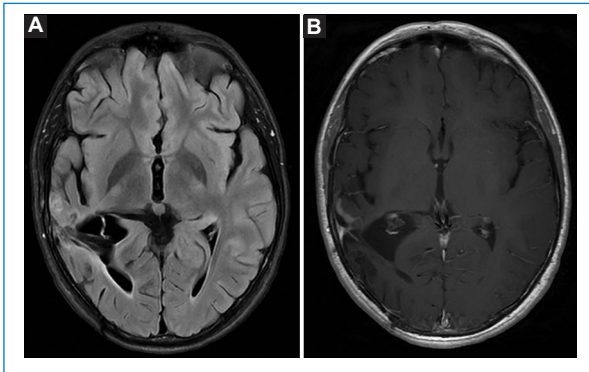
RM de control a los 20 meses de la cirugía. Imágenes seleccionadas en las que no hay evidencia de remanente ni recidiva tumoral, con gliosis focal y retracción asociada. (A) Secuencia FLAIR. (B) Secuencia SE T1 tras la administración de gadolinio.
